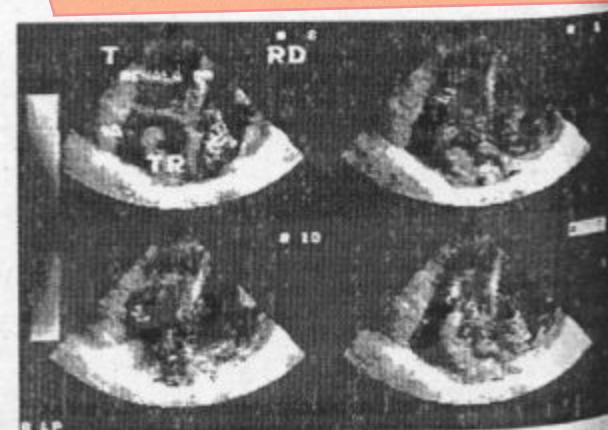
Imagini de ecografie Doppler cavo-cardiac: trombus tumoral cav extins prin cavă până în atriu drept.
